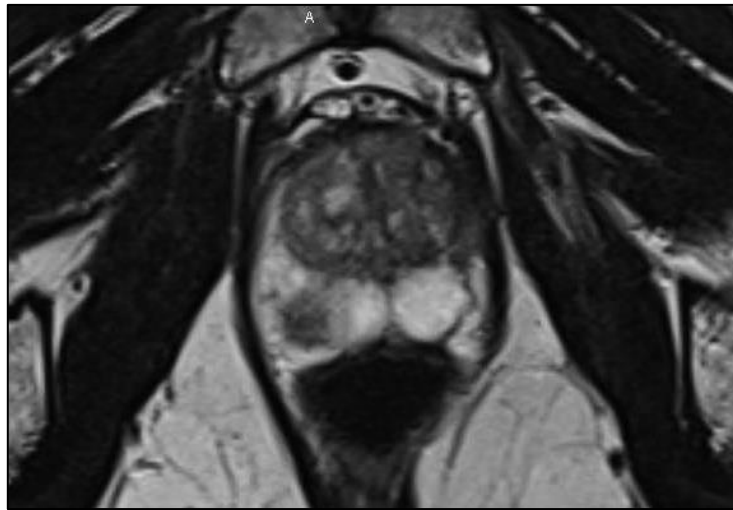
IRM : coupe axiale pondérée en T2 passant par la prostate moyenne
